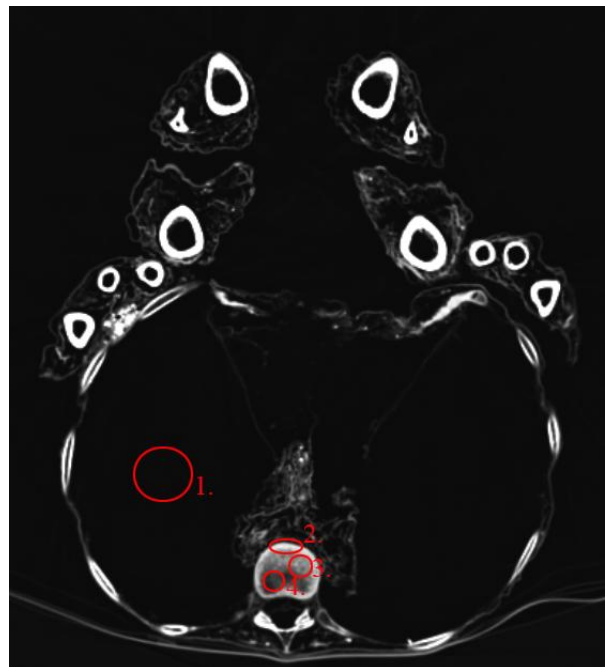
Peru, Bild 8, CT
